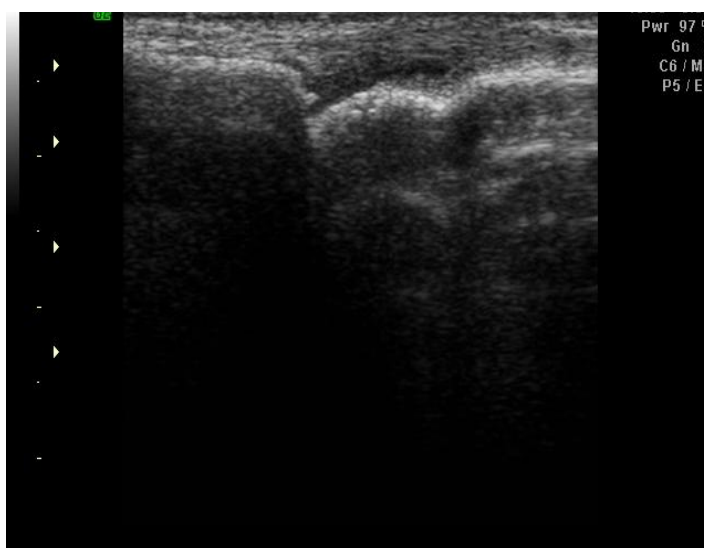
Ecografie musculo-scheletală; evidențiază efuziune articulară, fără semnal Doppler.
